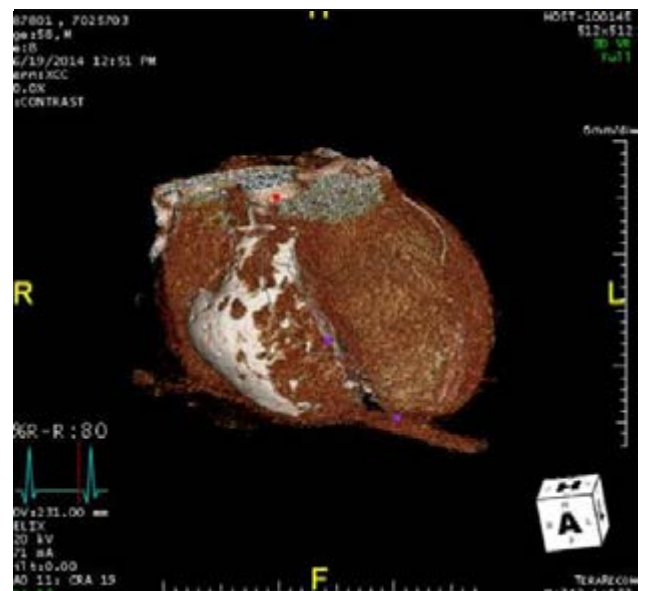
Pericardite costrittiva post-pericardiotomica. Immagine TAC del torace (in alto), sezione trasversa. Presenza di grossolana calcificazione ovalare in continuità con i foglietti pericardici, con estensione a livello del solco atrio-ventricolare, anteriormente e a livello del ventricolo destro. Ricostruzione 3D (nella pagina successiva). Estese calcificazioni pericardiche.
